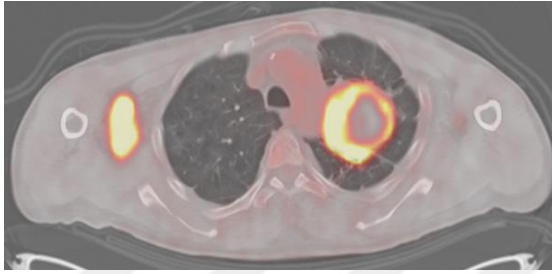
PET-CT görüntüsü üzerinde benign nodül görüntüsü
